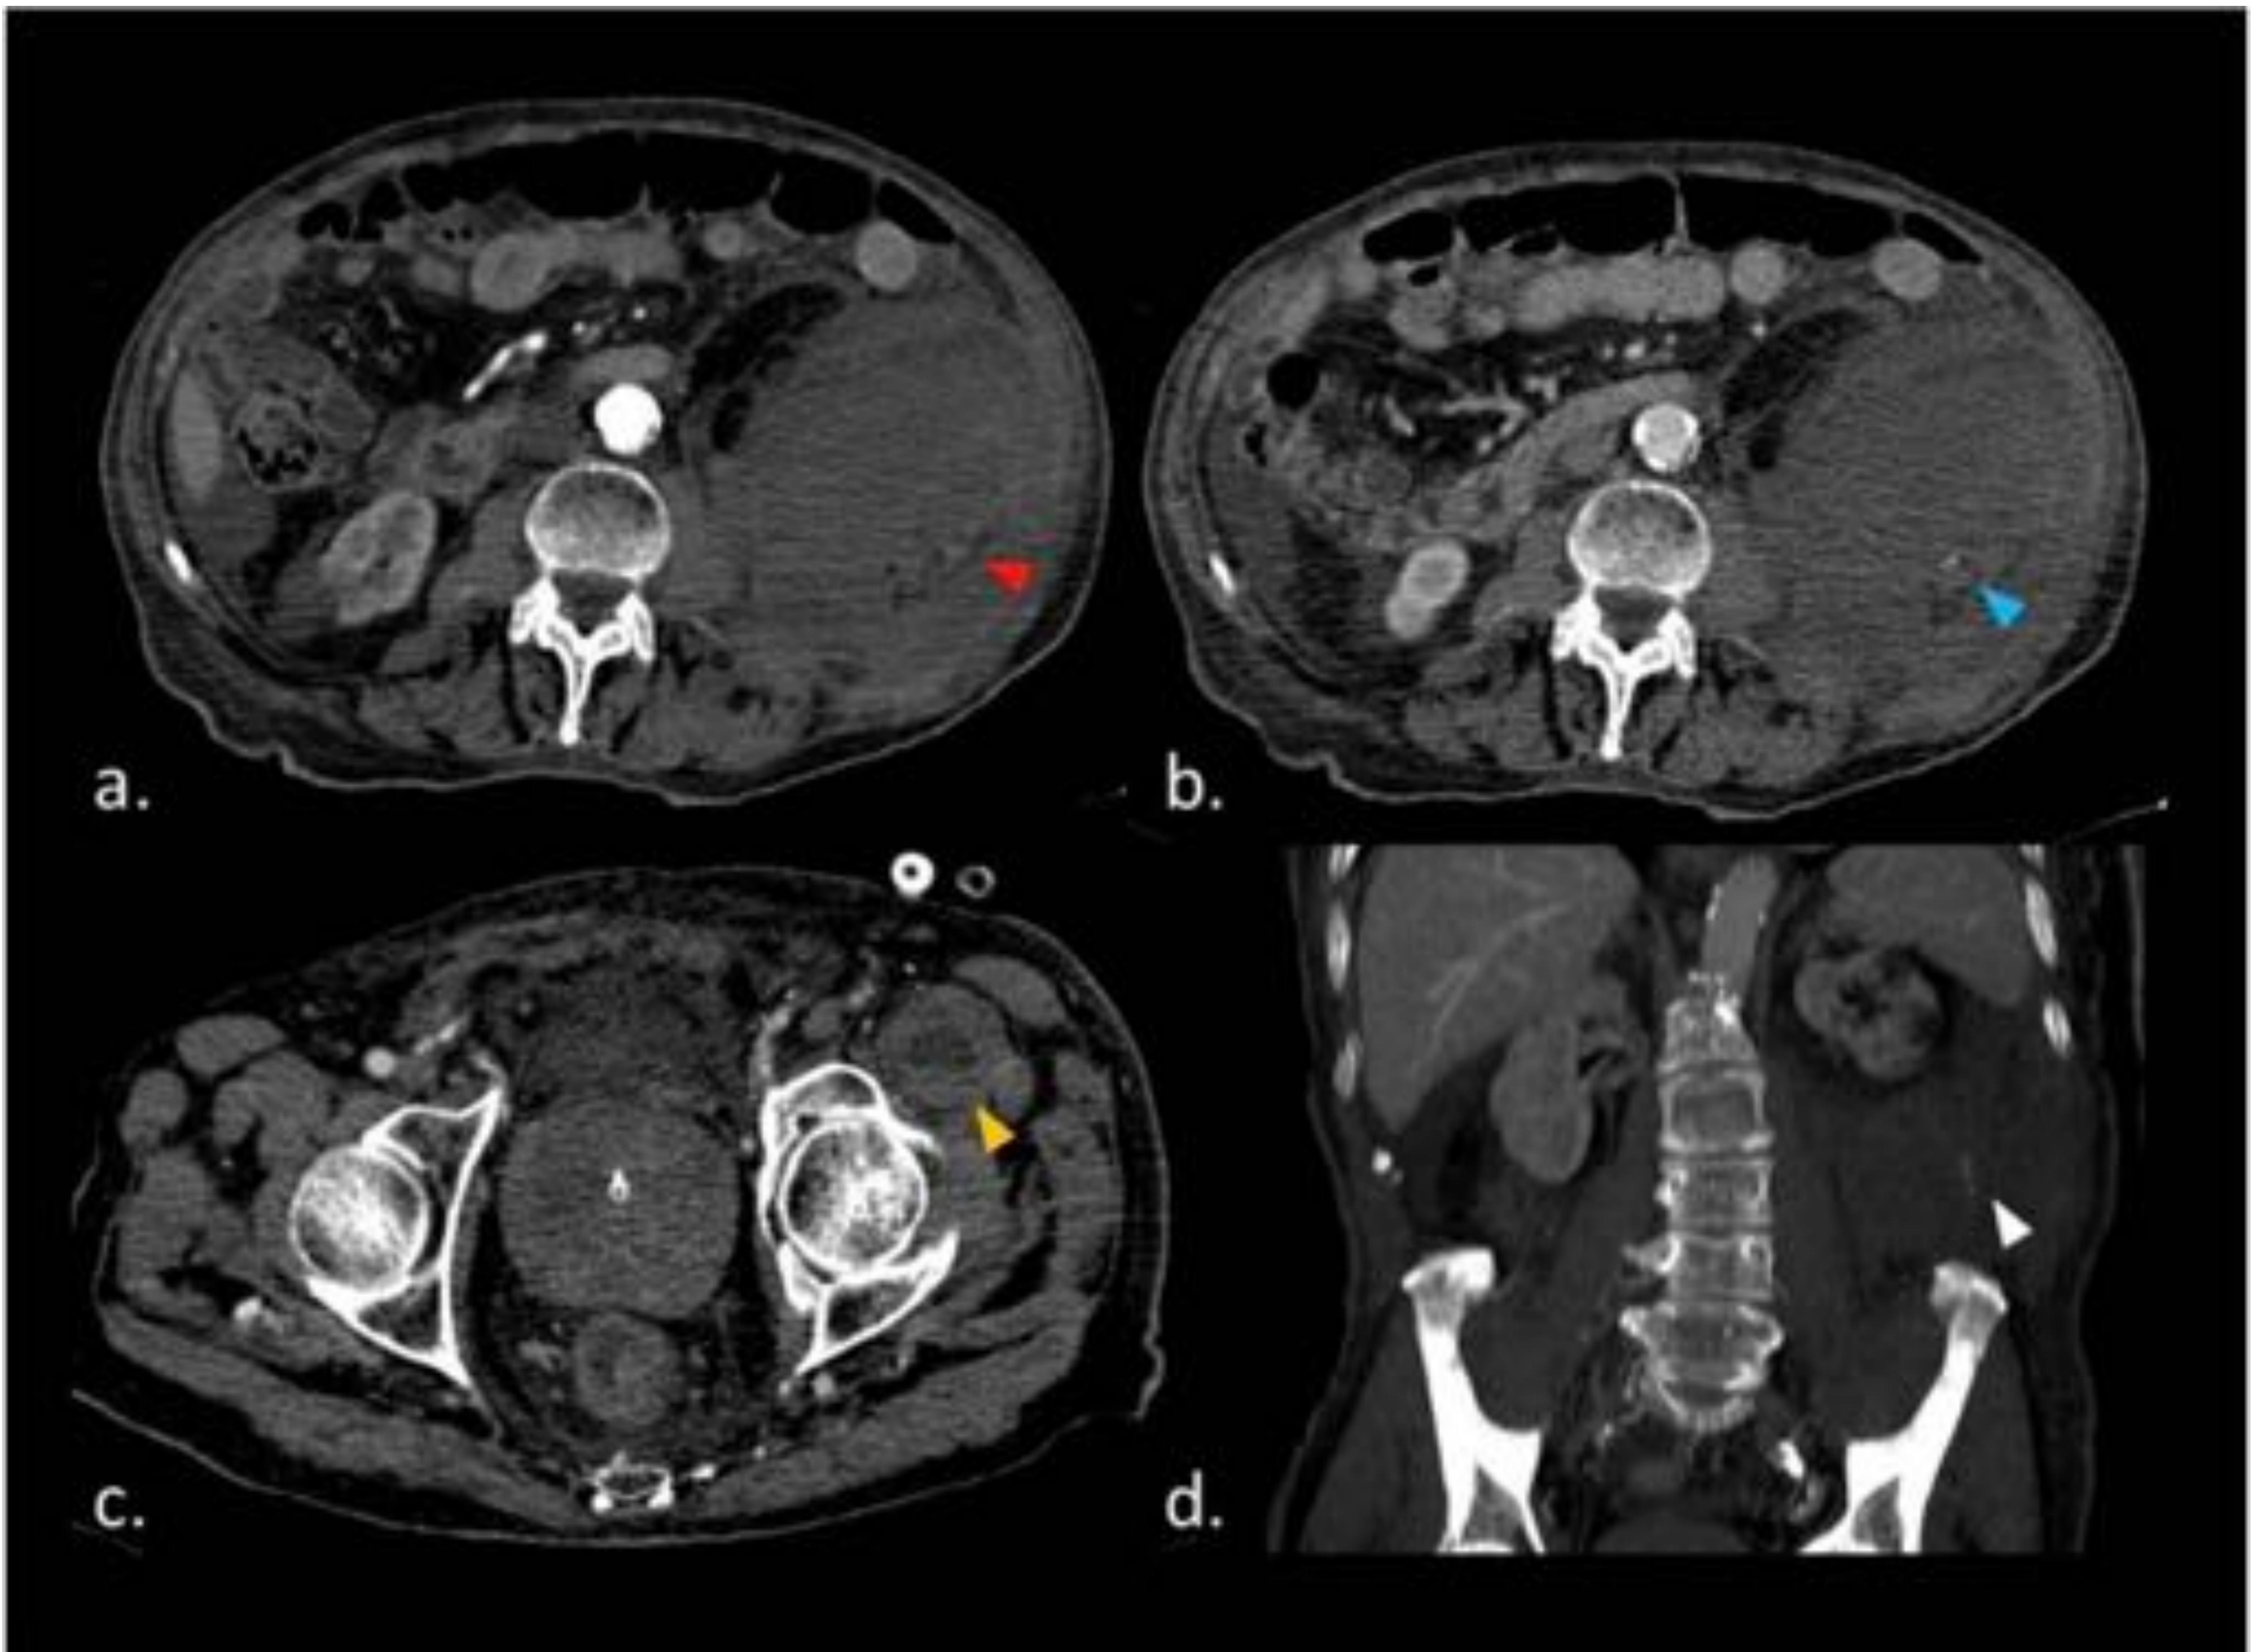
Varón de 88 años con prótesis valvular aórtica mecánica y tratamiento anticoagulante para prevenir fenómenos tromboembólicos. El paciente refirió dolor y parestesias en la pierna izquierda. TC axial con contraste intravenoso (a-c), revela un hematoma retroperitoneal y en el músculo íliopsoas, con efecto hematocrito (punta de flecha amarilla) . Se observan focos hiperdensos en fase arterial (punta de flecha roja en la imagen a, que aumentan en fase venosa (flecha azul, b), indicando sangrado activo. Reconstrucción coronal MIP que confirma la extravasación activa de contraste en fase arterial (punta de flecha blanca, d).
